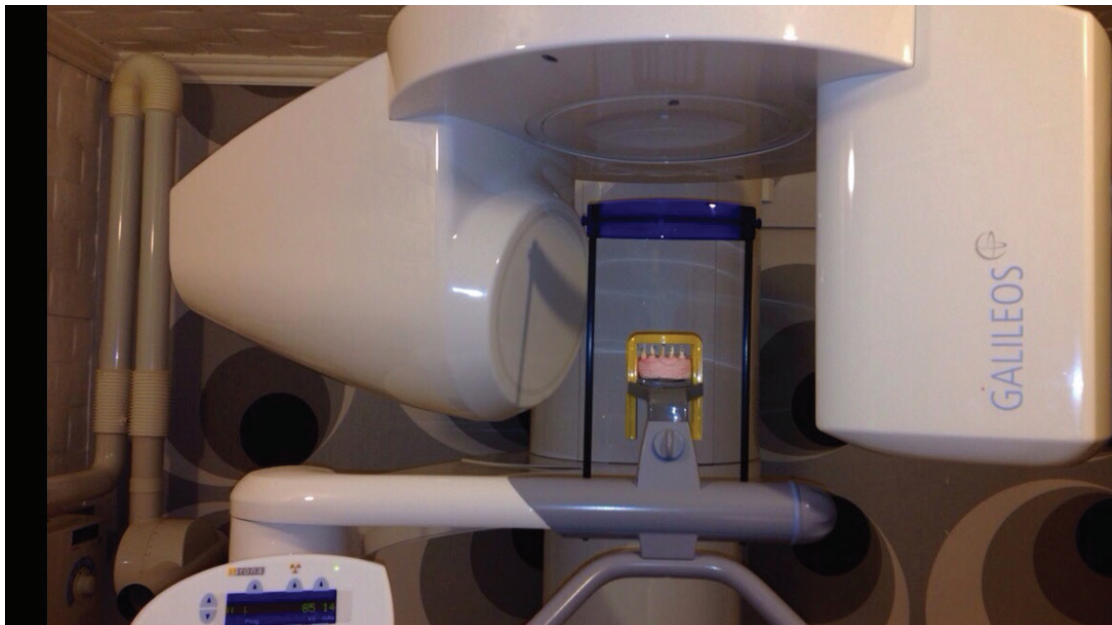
Modeli me gjashtë dhëmbë i vendosur dhe i fiksuar në mbajtësin e 3D CT Galileos
